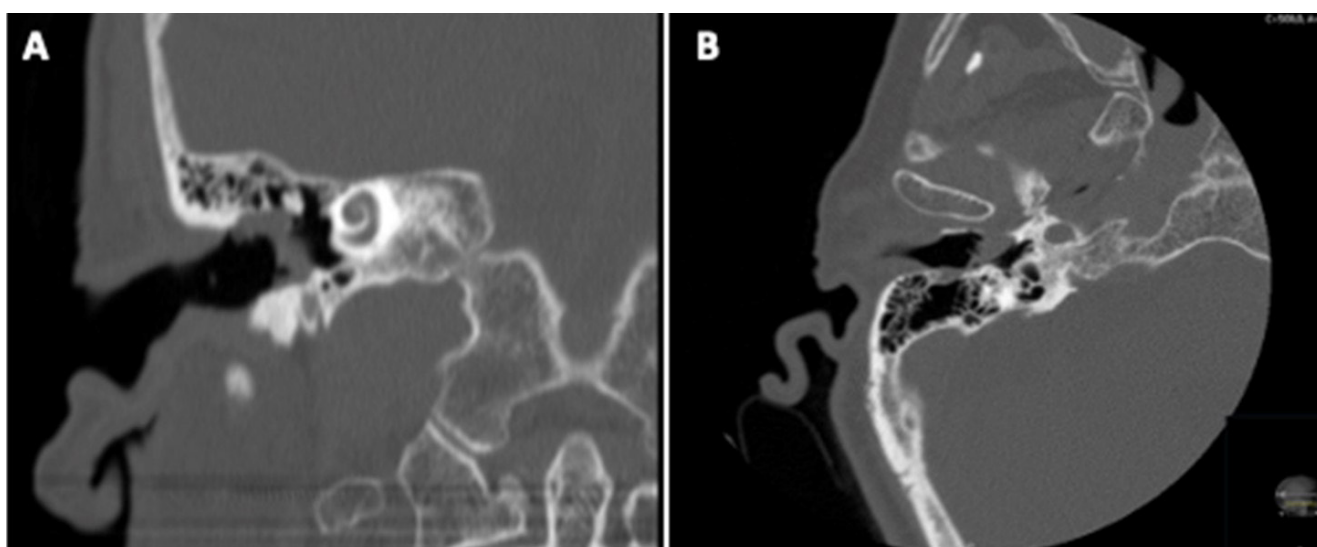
TC de oído derecho, corte coronal A, corte axial B, correspondiente al caso 3. Se observa tejido de densidad de partes blandas de contornos irregulares en el CAE derecho con sospecha de erosión ósea asociada
